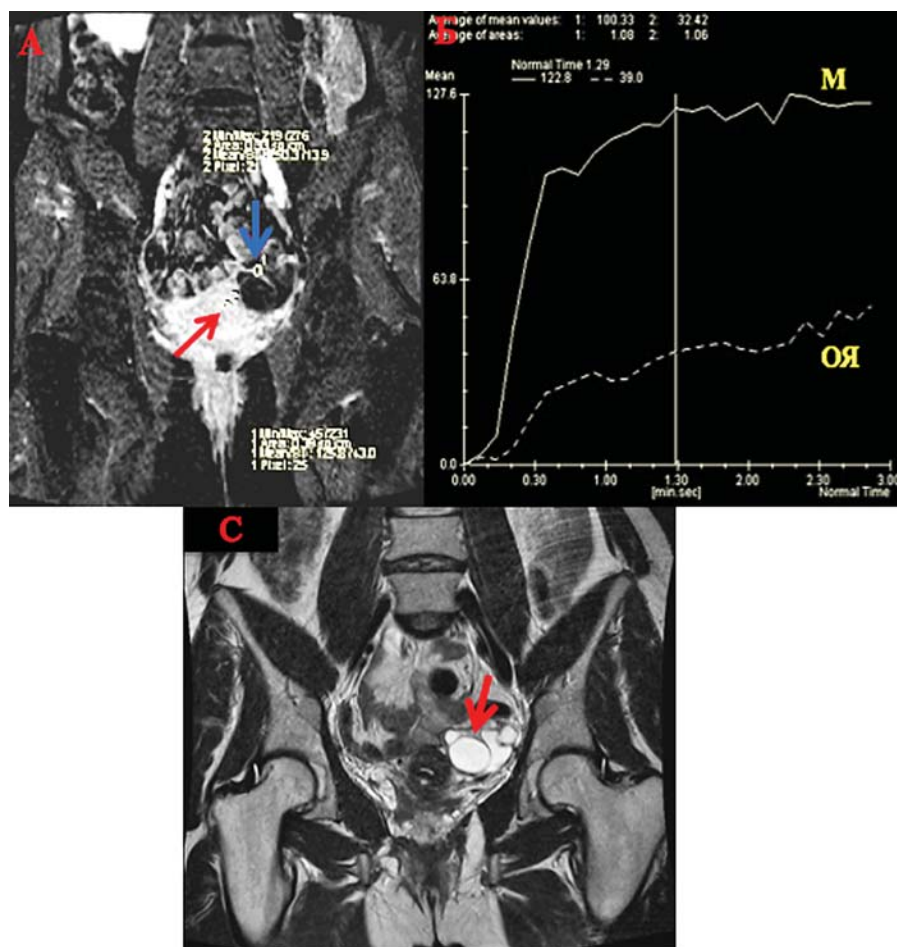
Женщина 52 лет, серозная ПОЯ. На T2-ВИ (С) в левом яичнике определяется кистозно-солидное ОЯ с пристеночными разрастаниями и толстыми неровными перегородками (красная стрелка). После введения МРКС на T1-ВИ (А, Б) образование показало постепенное начальное усиление интенсивности сигнала МРТ, сравнимое с неизменной тканью миометрия — II тип динамической кривой (Б — ОЯ, М)
